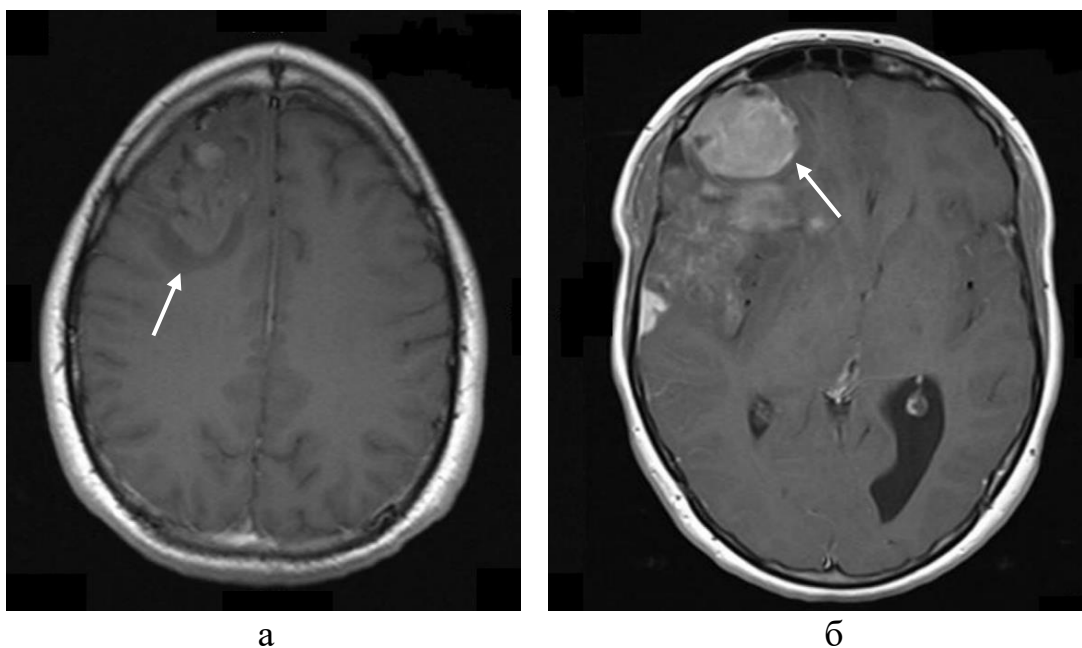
Нейробластома центральной нервной системы на магнитно-резонансной томографии в режиме T1 с контрастным усилением: а – нейробластома правой лобной доли (белая стрелка) у мужчины 28 лет характеризуется умеренным очаговым накоплением контрастного вещества с умеренным перифокальным отеком без смещения средней линии; б – нейробластома правой лобной доли (белая стрелка) у женщины 42 лет отличается интенсивным накоплением контраста и выраженным перифокальным отеком с латеральным смещением срединных структур (Schipper M., 2012)
